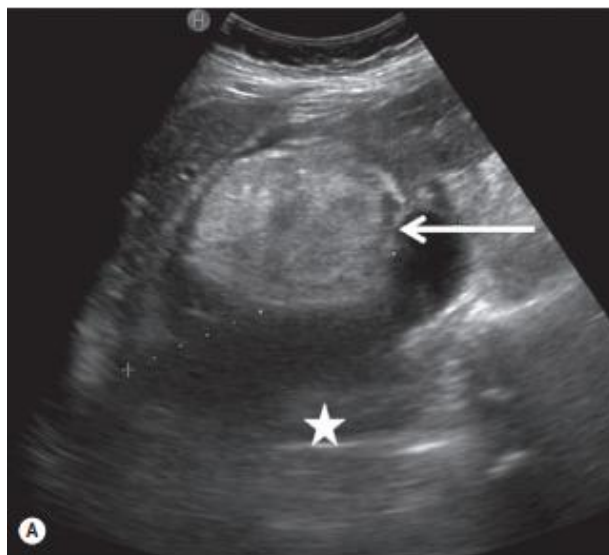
Hématome péri-rénal à l'échographie [35]
